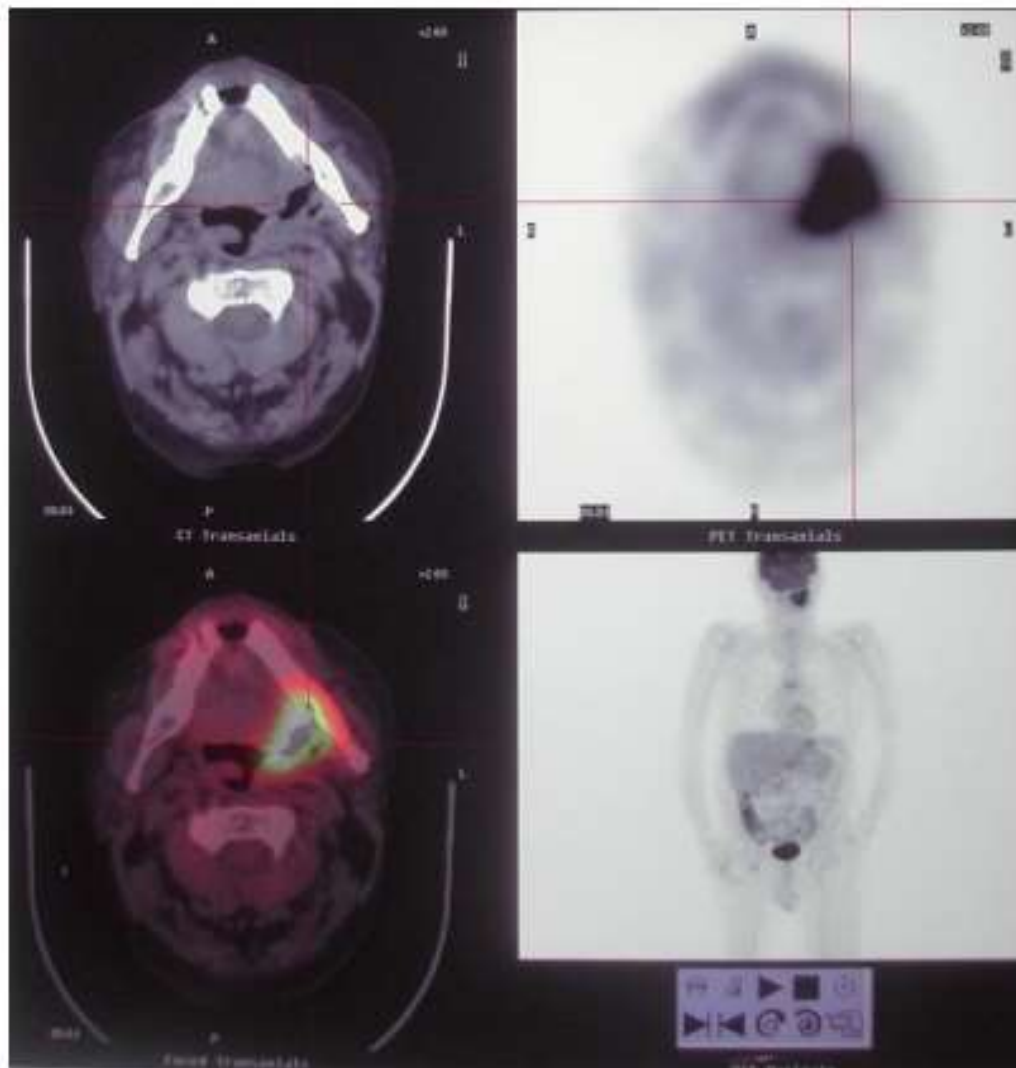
En haut à gauche : aspect à la tomodensitométrie (TDM), en haut à droite : aspect à la tomographie par émission de positons (TEP), en bas à gauche : fusion d'images TEP/TDM, en bas à droite : TEP corps entier [53]
